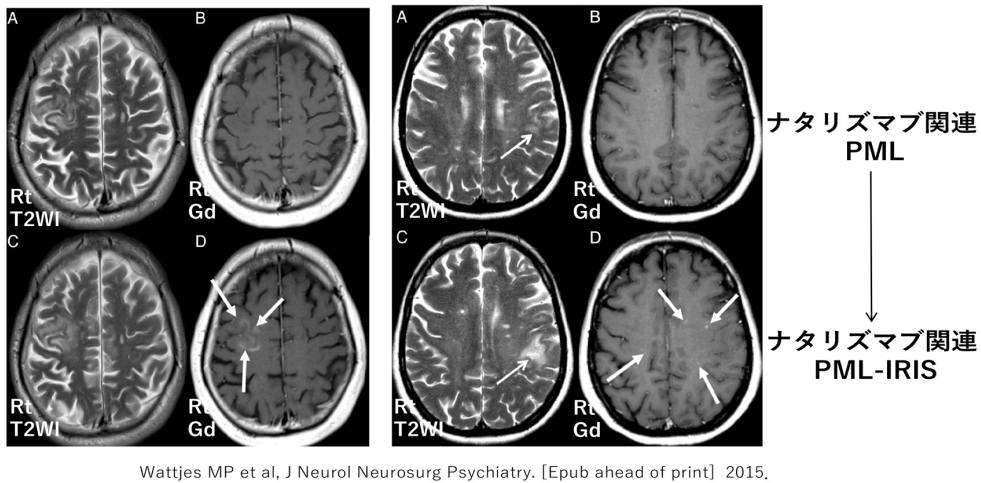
ナタリズマブ関連 PML-IRISの頭部MRI
